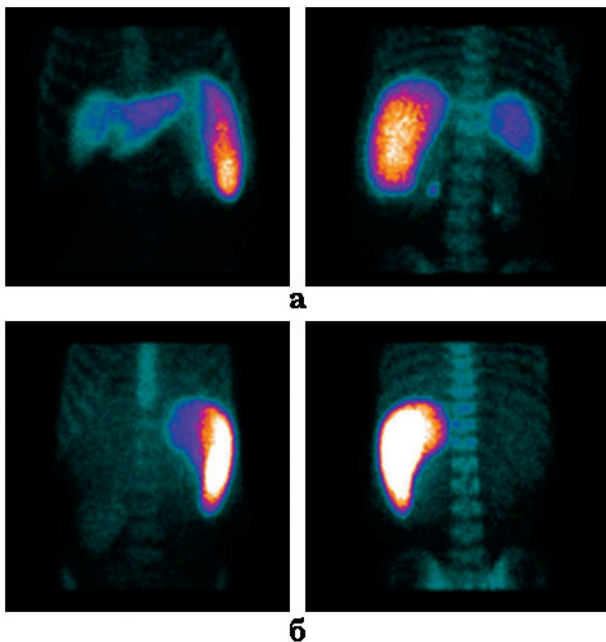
Сцинтиграммы печени и селезенки больного К. 68 лет в передней и задней проекциях при циррозе класса С по Child-Pugh с выраженной деформацией печени (а)
